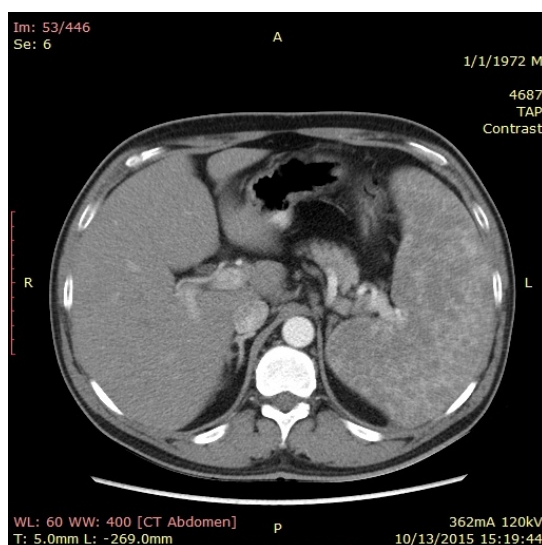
Secțiune de CT abdominal: adenopatii abdominale și splenomegalie.
